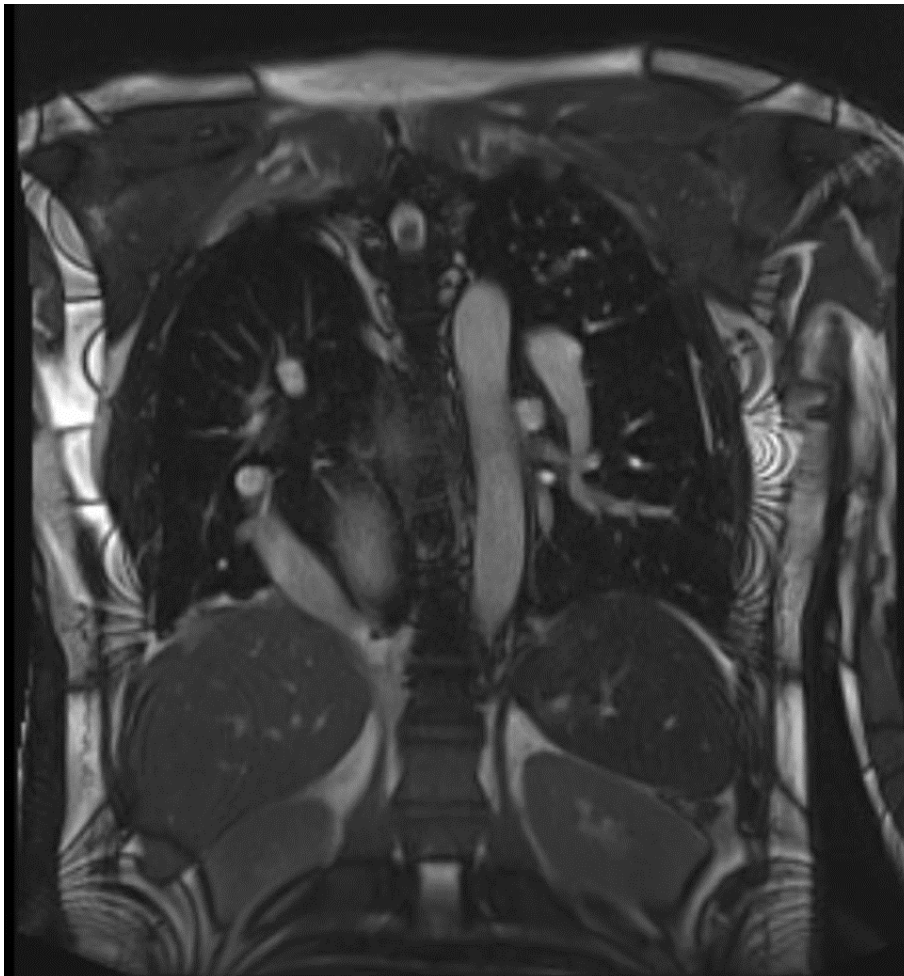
IRM thoraco-abdominale en coupe coronale séquence T2 mettant en évidence une veine pulmonaire de gros calibre prenant naissance au niveau du hile pulmonaire droit et s'abouchant dans la veine cave inférieure [21].
